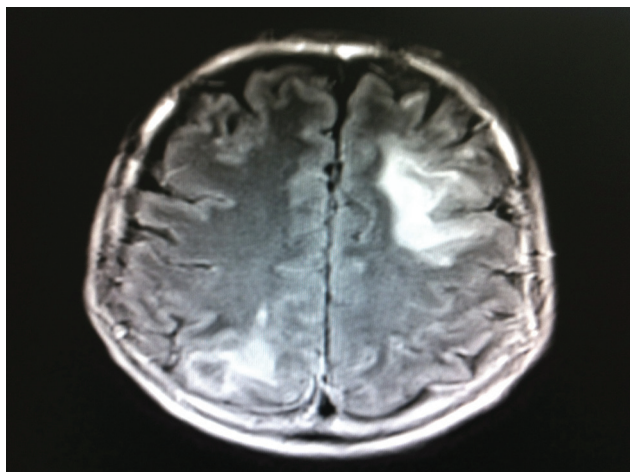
Ressonância magnética de crânio.
